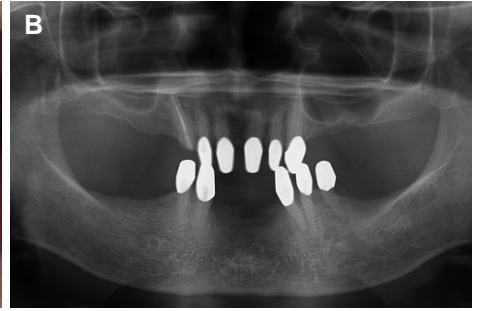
6 month follow-up. (A) Intra-oral view, (B) Panoramic radiograph.
